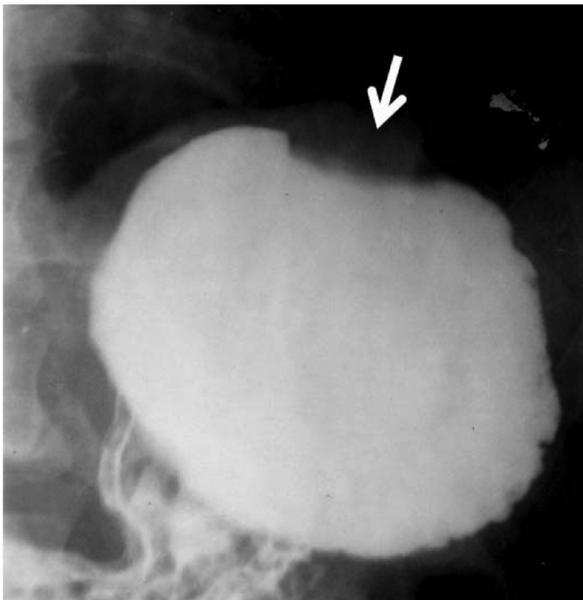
Больная М., 42 года. Прицельная рентгенограмма верхнего отдела желудка в положении Тренделенбурга
